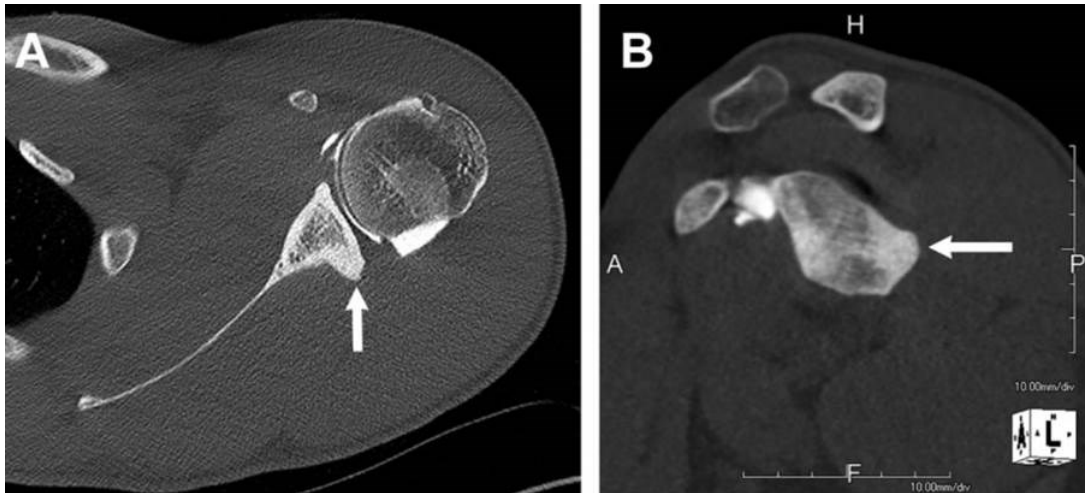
CT-Arthrographie eines Wurfathleten zeigt posteroinferiore Exostose des Glenoids (Pfeil) in axialer (A) und sagittaler (B) Ebene (99)
